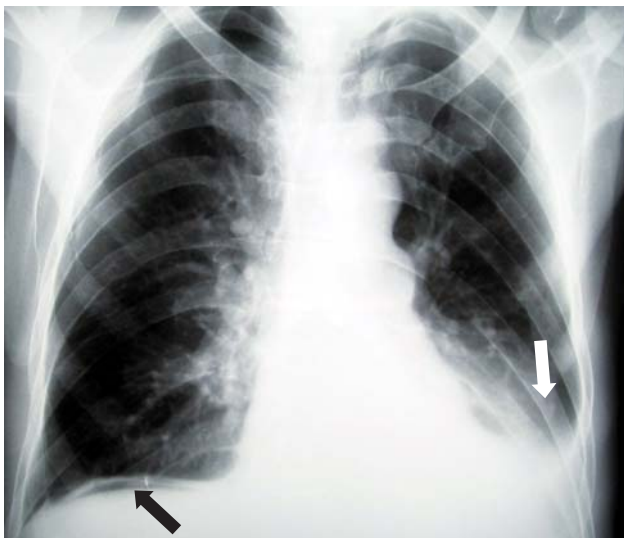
Telerradiografía de tórax en la que se observa en tórax aire libre subdiafragmático (flecha negra) y derrame pleural izquierdo (flecha blanca).
